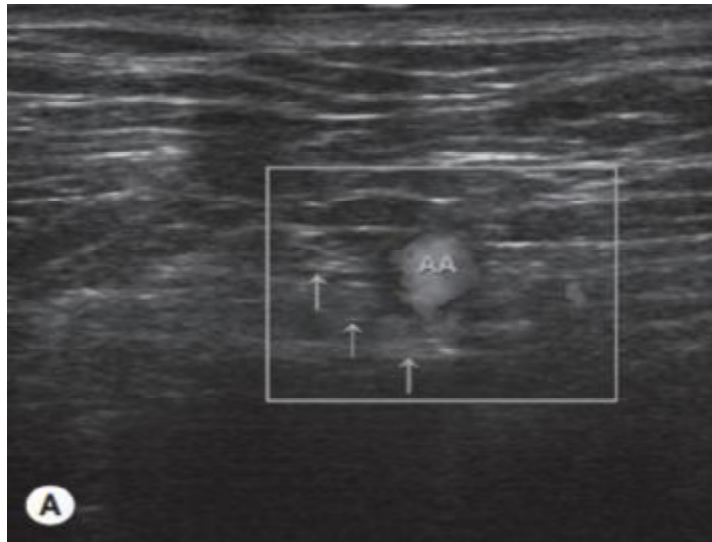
L'artère axillaire (AA) est facilement visible et peut être distinguée de la veine en utilisant le Doppler couleur (si nécessaire). Les nerfs peuvent habituellement être vus entourant l'artère, et l'anesthésique local devra être injecté postérieurement et supérieurement par rapport à l'artère pour accomplir ce bloc.
